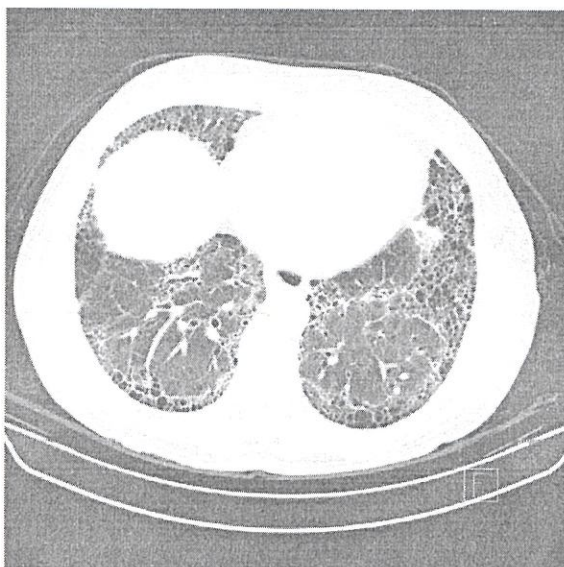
На аксиальном срезе КТ визуализируется нарушение архитектоники у пациента с обычной интерстициальной пневмонией. [Источник: Case courtesy of Dr Bruno Di Muzio, Radiopaedia.org, rID: 14571].
